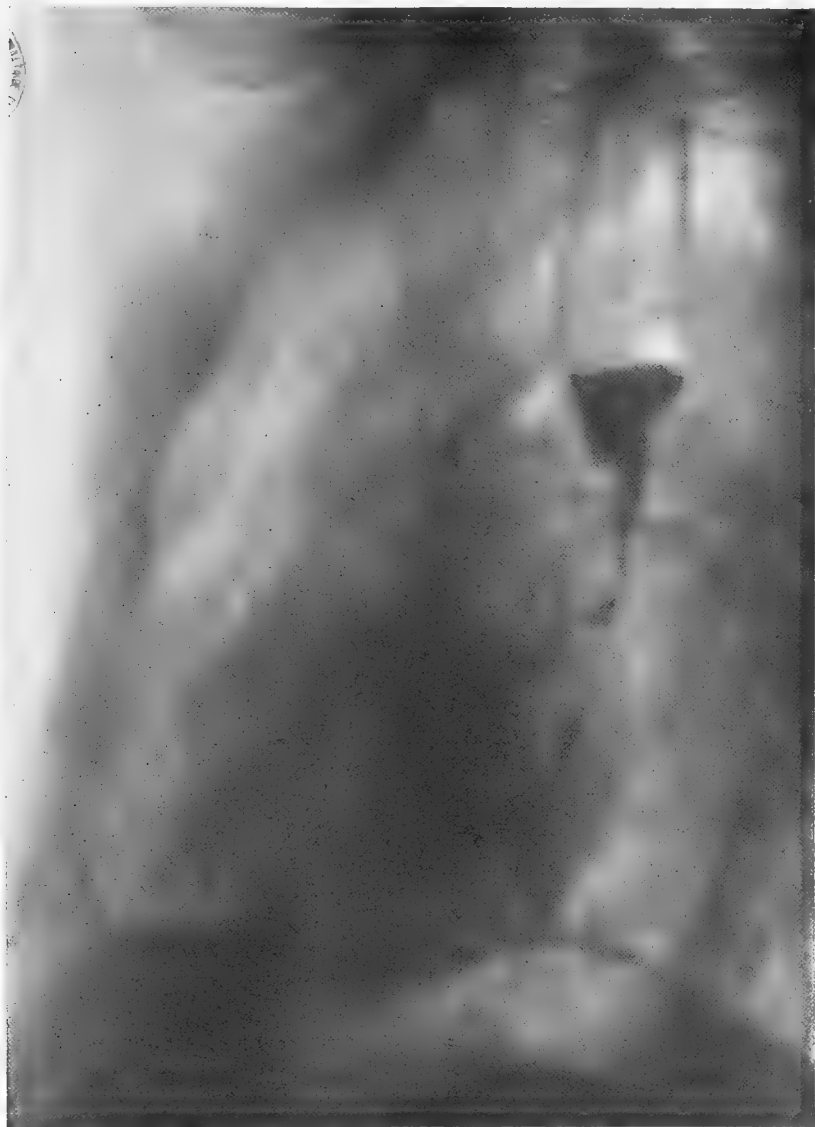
Radiographie de l'œsophage avant dilatation (Dr Ledoux-Lebard). Contour irrégulier, en partie lacunaire. Trajet filiforme et excentré.
